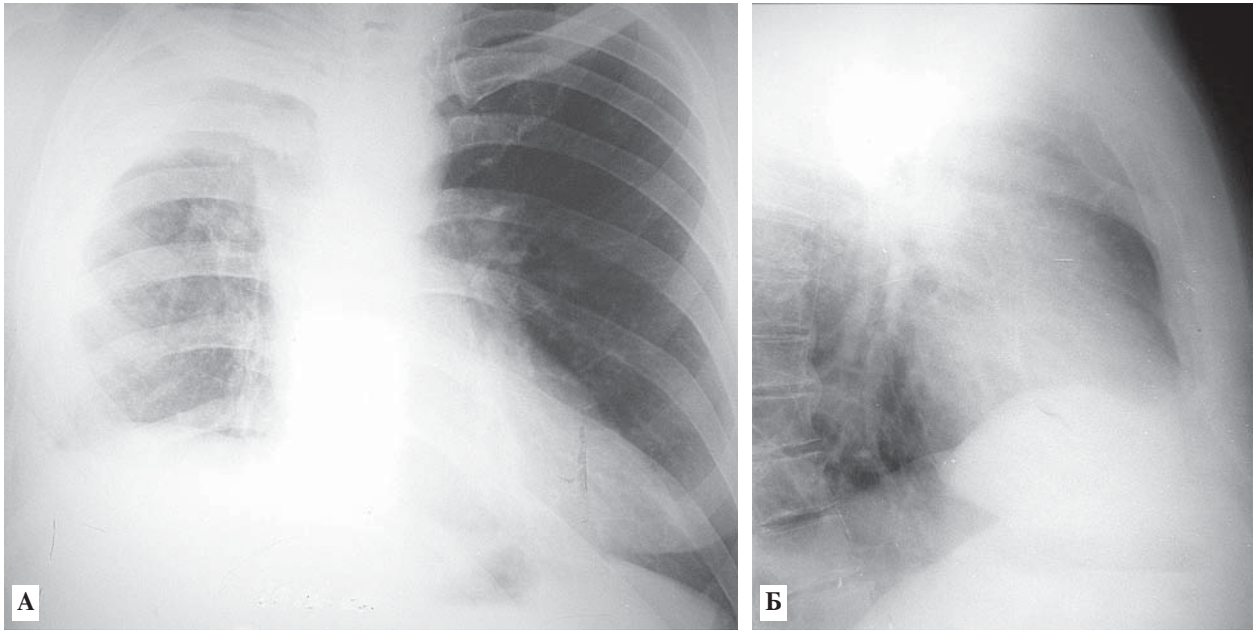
Рентгенографія органів грудної клітки в прямій (А) і правій боковій (Б) проекціях після установки ендобронхіального клапана: остаточної плевральної порожнини ліквідована
